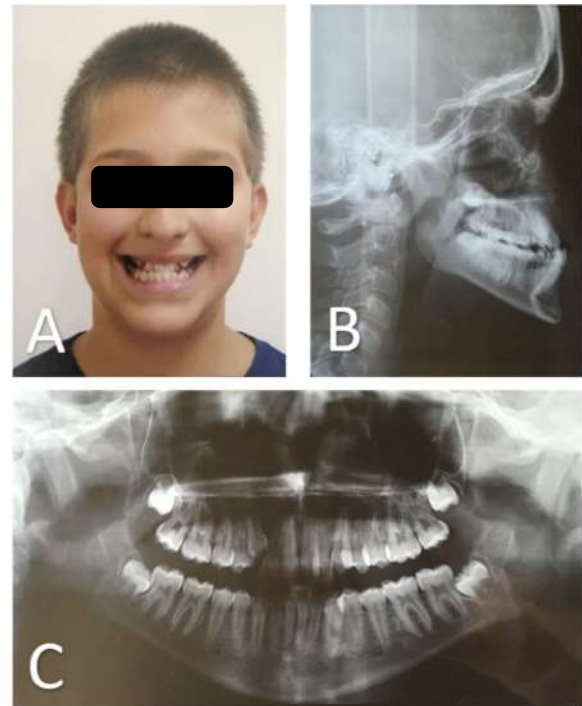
A: Aspecto do sorriso; B: Radiografia de perfil; C: Radiografia panorâmica.
